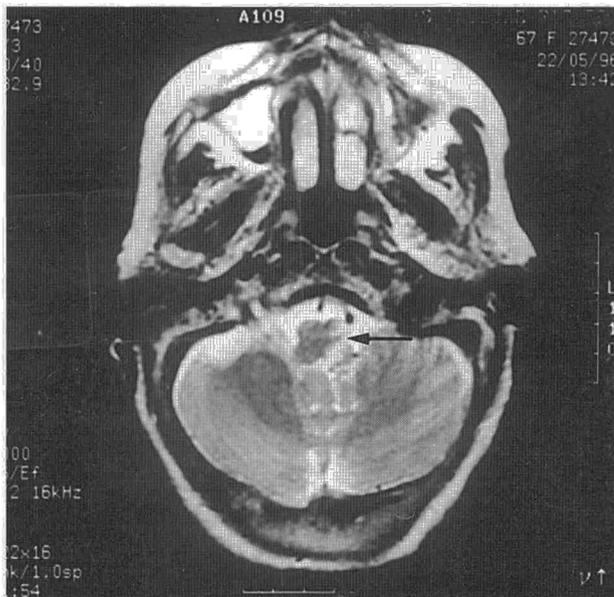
RM en T2 que muestra una imagen hiperintensa en la cara lateral del bulbo (flecha), secundaria a infarto isquémico.
